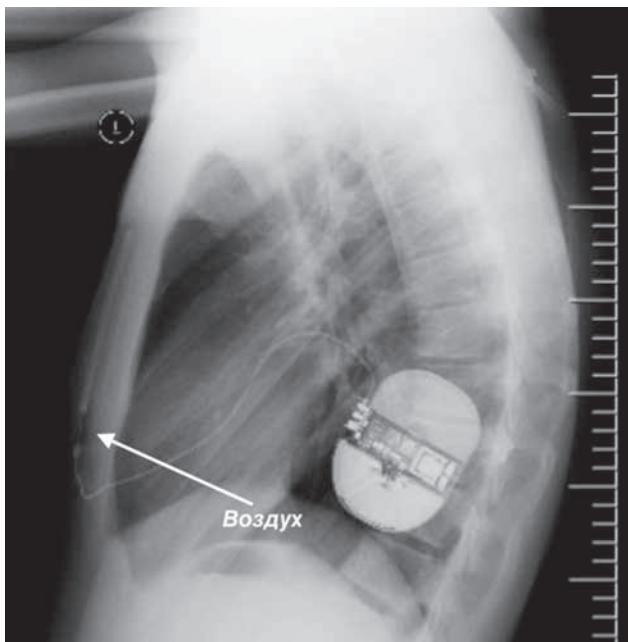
Обзорная рентгенография органов грудной клетки в левой косой проекции. Воздух вокруг электрода (указан стрелкой).
